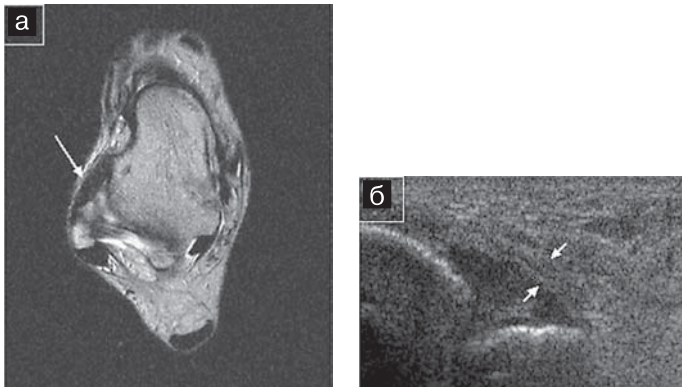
Неполный разрыв *lig. talofibulare anterior*, стадия рубцевания (стрелки): а — аксиальная МРТ в T_2 -ВИП; б — УЗИ латерального отдела: утолщенная до 5–6 мм связка однородной структуры, с фибриллярным по УЗИ паттерном, с четкими и ровными контурами.
